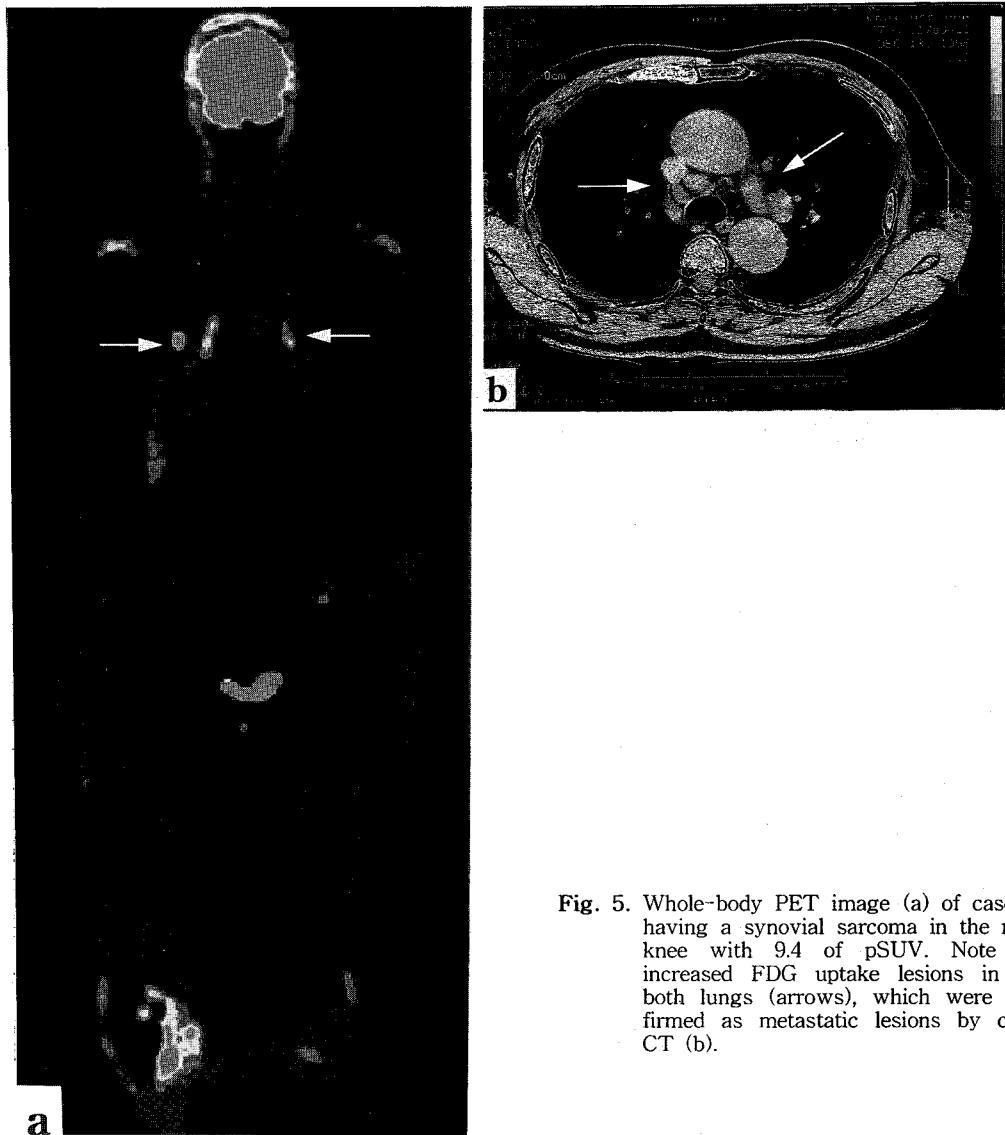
Whole-body PET image (a) of case 29 having a synovial sarcoma in the right knee with 9.4 of pSUV. Note the increased FDG uptake lesions in the both lungs (arrows), which were confirmed as metastatic lesions by chest CT (b).
